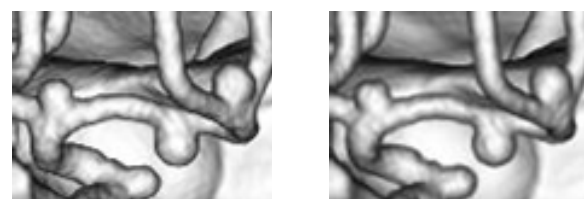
各管電圧における左中大脑動脈 3D-CTA 画像
